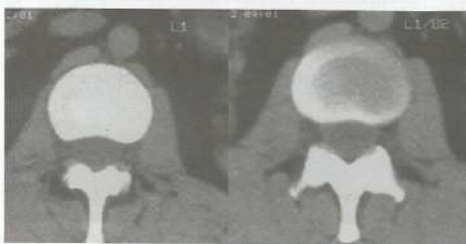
TC da coluna lombar no plano axial, evidenciando o corpo vertebral, os arcos posteriores e o disco intervertebral no nível de L1-L2.
